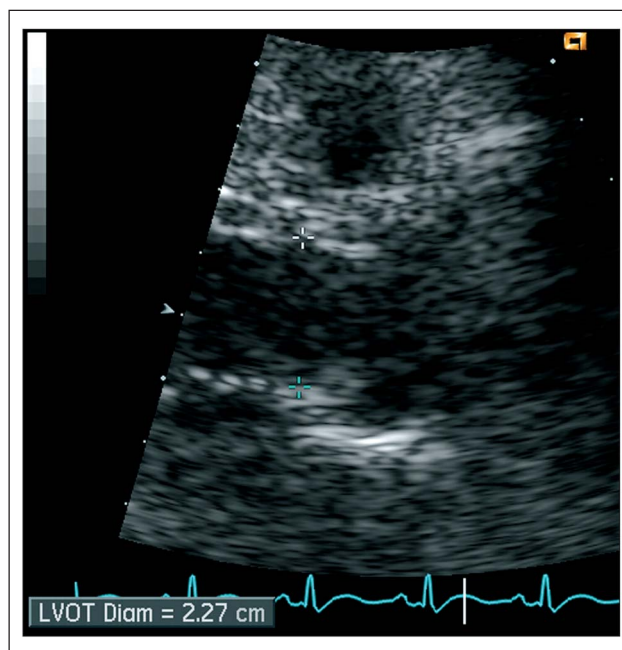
LV-Ausflußtrakt-Durchmesser (RES; von parasternal)
